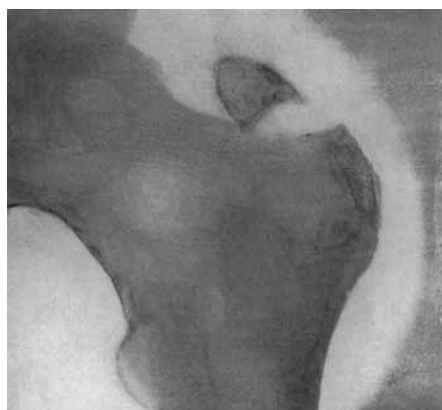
Рентгенограмма правого тазобедренного сустава в задней прямой проекции
